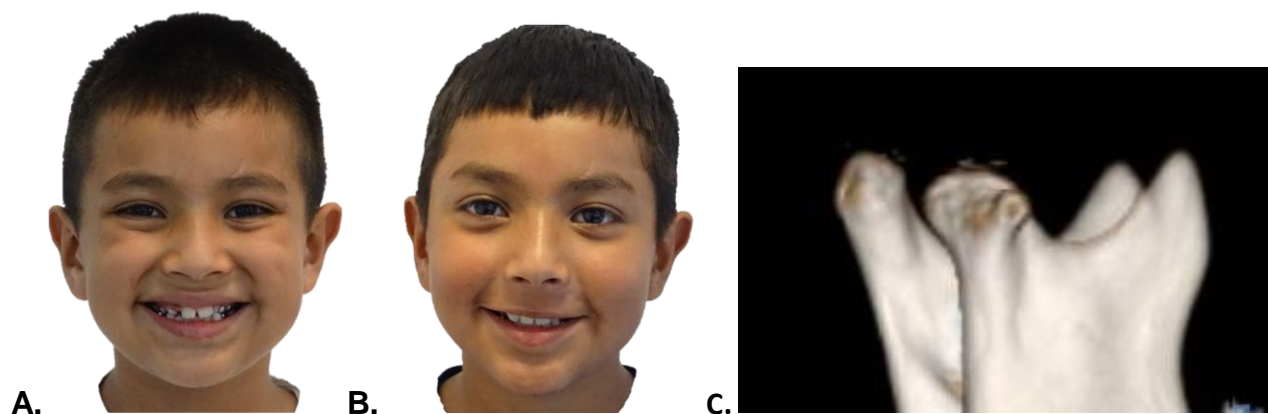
TAC de 2018, realizada después del trauma en sínfisis mandibular, confirma fractura bilateral de cóndilos mandibulares. Apertura máxima inicial: 22 mm.
